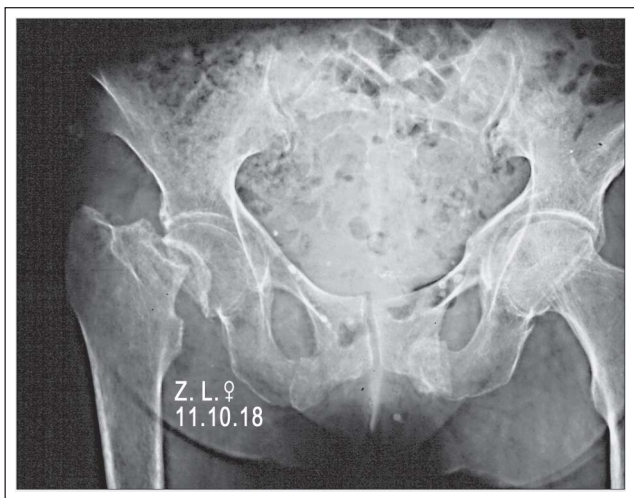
Die Röntgenaufnahme der Beckenübersicht zeigt eine typische Oberschenkelhalsfraktur des rechten Beines. Zusätzlich sind im Bereich der beiden Schambeine (untere Bildhälfte in der Mitte) ältere Knochenbrüche zu erkennen, die sich in Abheilung befinden.
